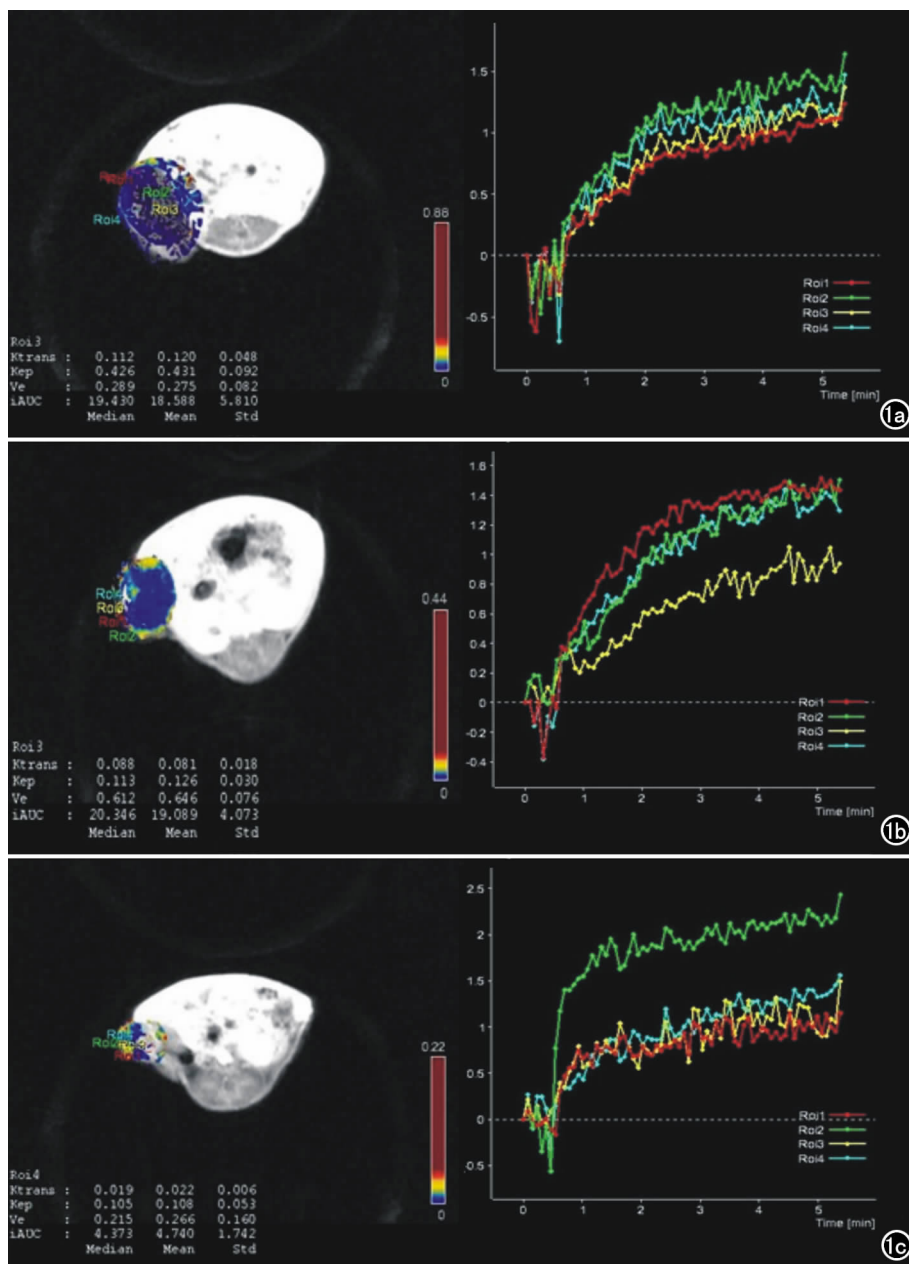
a) 对照组裸鼠肿瘤的 DCE-MRI 后处理所得定量动态伪彩图及动态增强曲线; b) 恩度单独给药组裸鼠肿瘤的 DCE-MRI 后处理所得定量动态伪彩图及动态增强曲线; c) 联合给药组裸鼠肿瘤的 DCE-MRI 后处理所得定量动态伪彩图及动态增强曲线。
